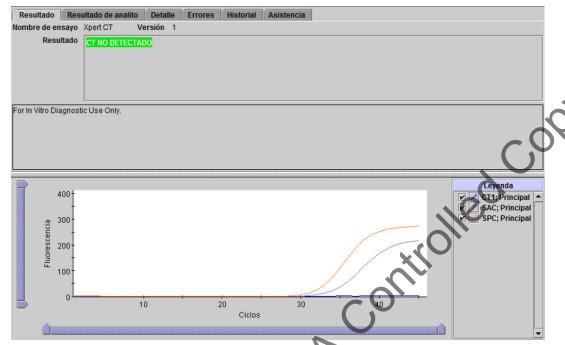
Xpert CT - CT no detectado
